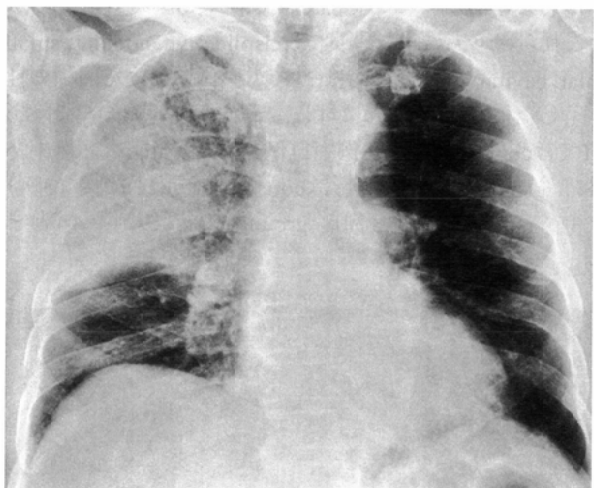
79-year-old male An example of lobar pneumonia in which CT did not provide any additional information.
